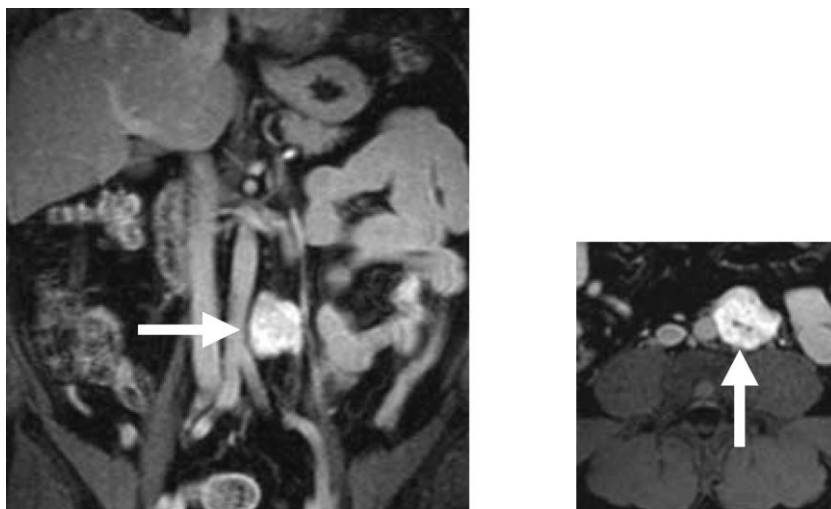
Extraadrenales Phäochromozytom (Paragangliom). Kernspintomographie in frontaler (coronarer) Schnittebene
